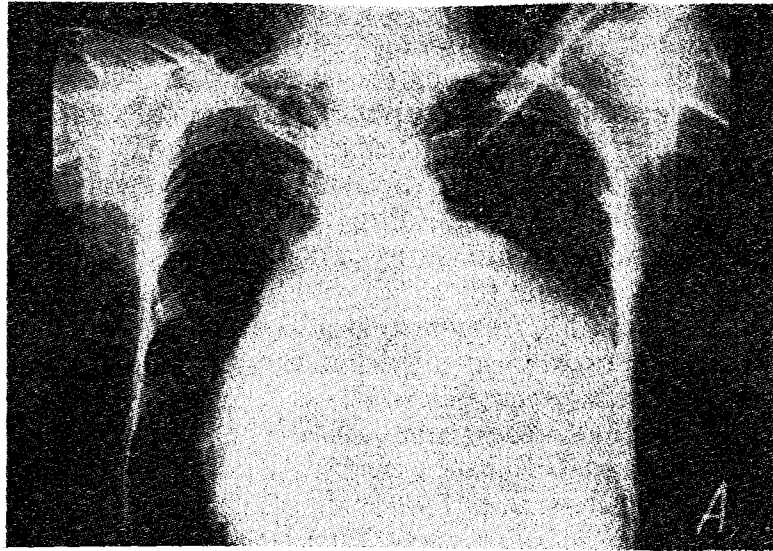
A. Radiografie toracică cu umbră cardiacă mărită în pericardita cu lichid abundent. B. Același caz la care s-a extras lichidul pericardic cu introducere de aer. C. Retragerea lichidului pericardic și revenirea umbrei cardiace la normal.
